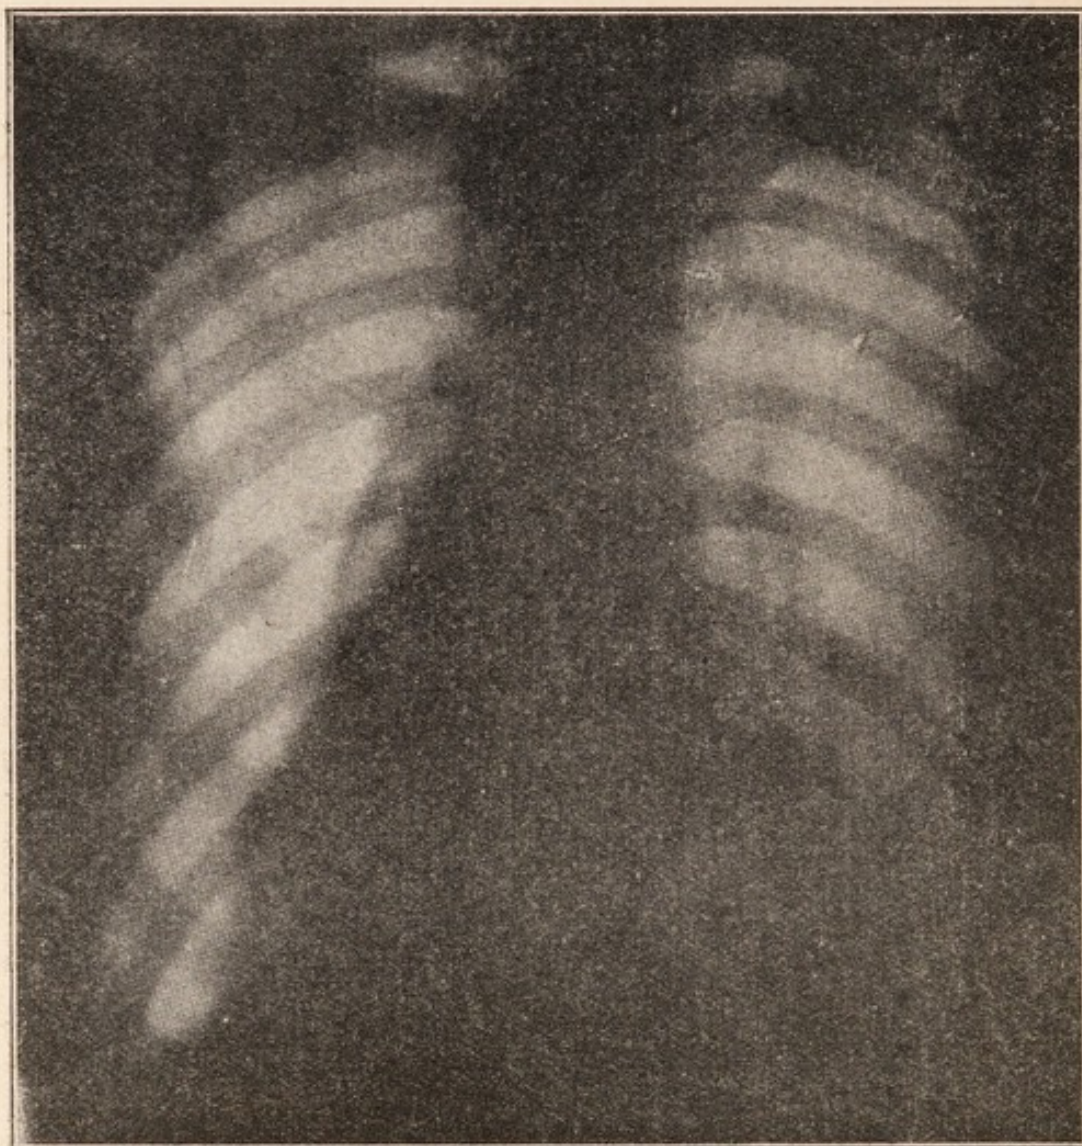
Radiografia posteriore (V D) dello stesso caso nel secondo periodo della cura, con Pneumotorace sinistro più piccolo
